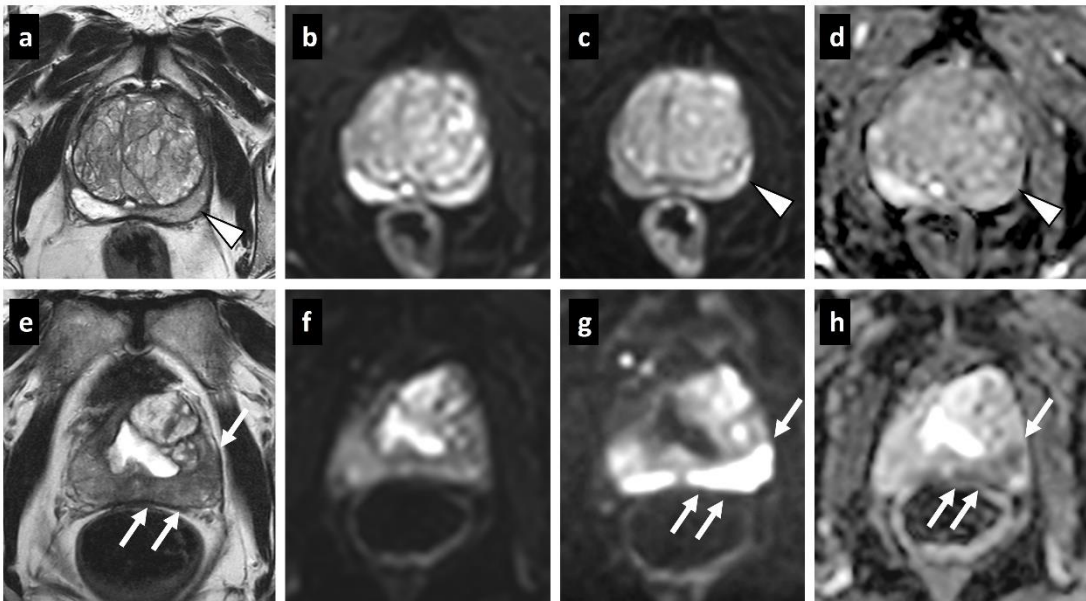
PI-RADS 2 vakada mp-MRG’de yalancı negatiflik.
